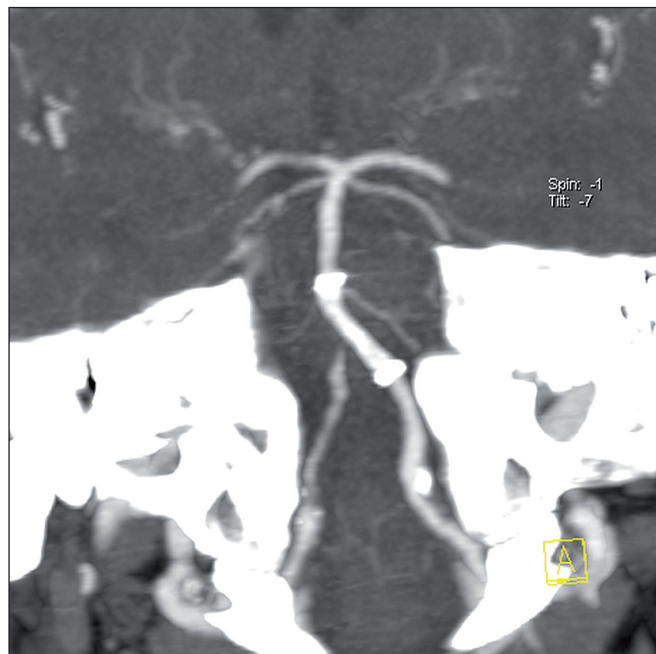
CT angiografie verifikující těsnou stenózu proximální části bazilární tepny v oblasti junkce vertebrálních tepen a dále dlouhou okluzi střední části bazilární tepny. Hrot bazilární tepny a obě zadní mozkové tepny naplněny kolaterálně přes zadní komunikující tepnu.
